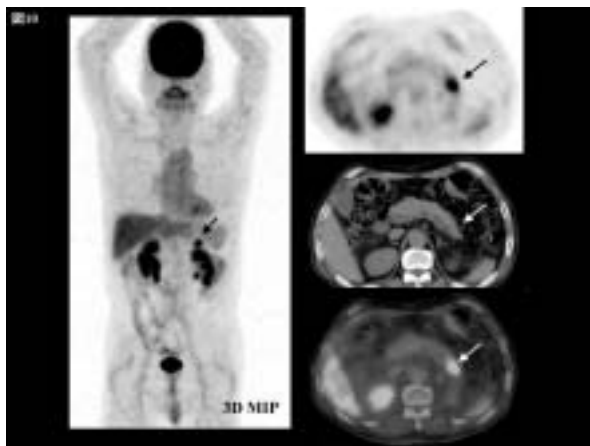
F-18 FDG PET/CTにより検出された膵癌巣
